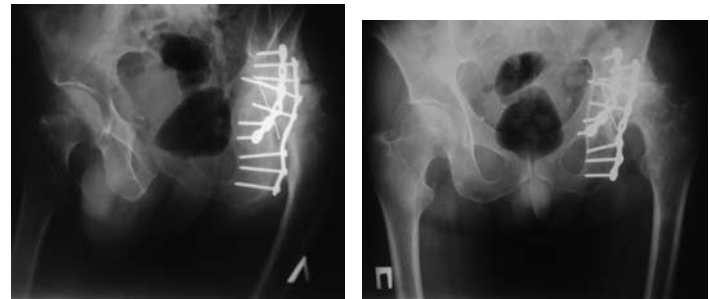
Рентгенограммы пациента К. Асептический некроз головки бедра после остеосинтеза вертлужной впадины
